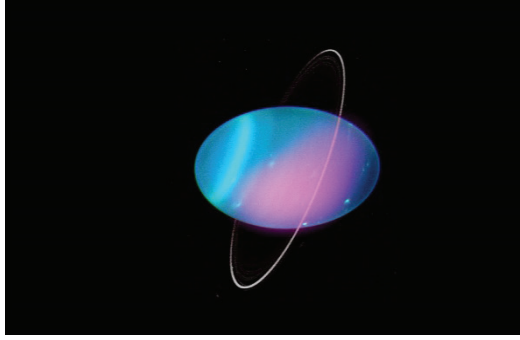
Bakınız (*x-rays from the solar system, esa, 2017*)
